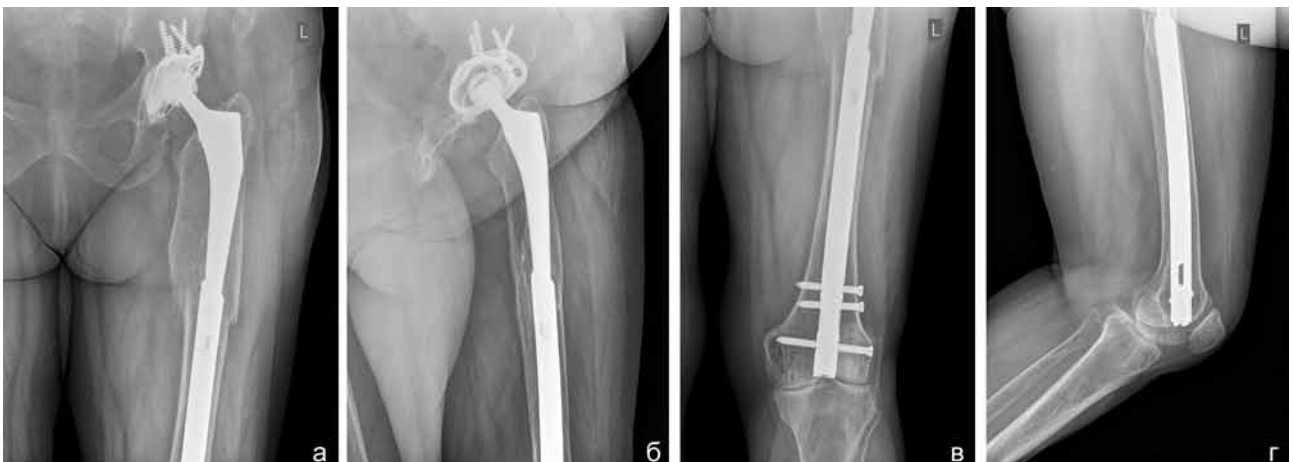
Рентгенограммы тазобедренного (а, б) и коленного суставов (в, г) в двух проекциях через 3 года после операции. Достигнутое положение ножки и отломков сохраняется. Сращение перелома. Резорбция вокруг ножки эндопротеза отсутствует
